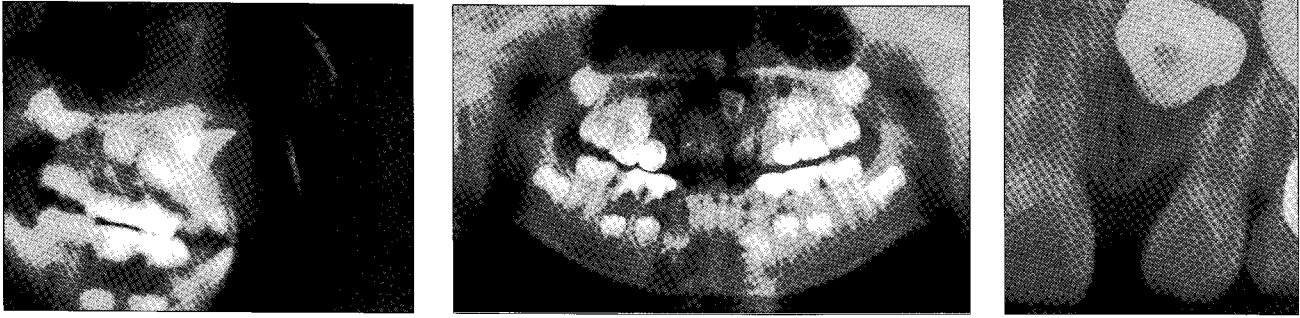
Case 2. Pretreatment radiographs showing dilacerated and impacted maxillary left central incisor with the crown upward and decreased space for incisor with the drift of adjacent teeth.
